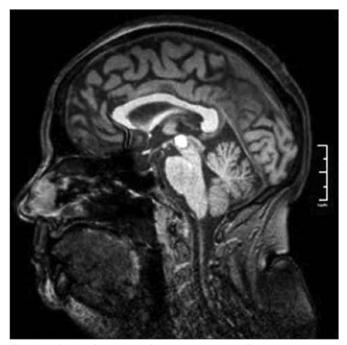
Ressonância magnética ponderada em T₁ sagital
